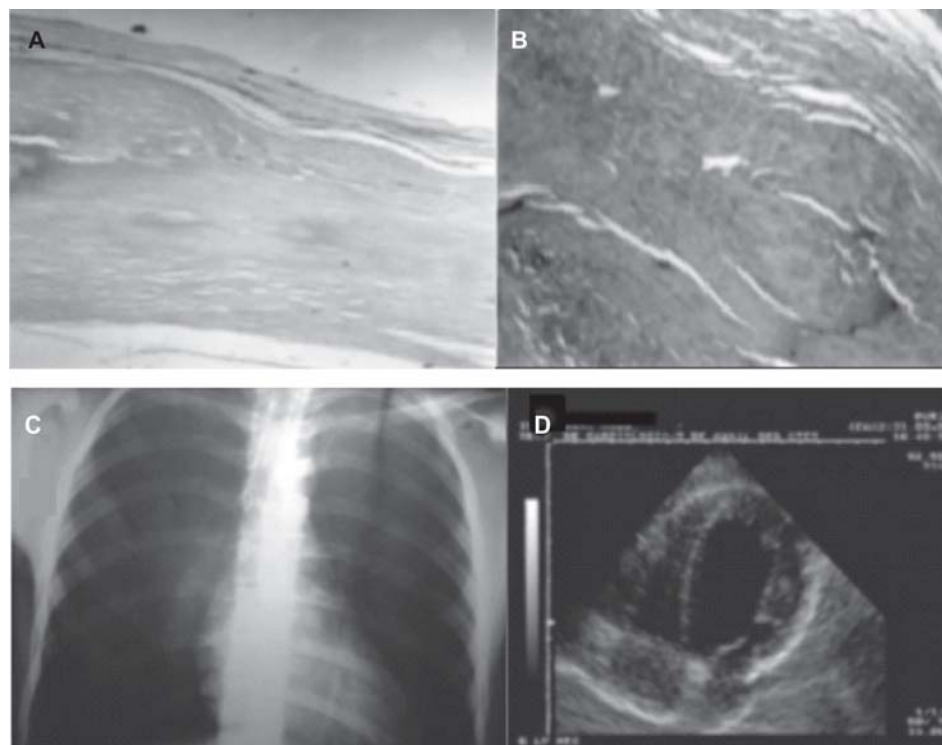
Microfotografía del material ventricular izquierdo. A. Reemplazo de la pared del corazón, por fibrosis extensa. Tinción con hematoxilinaeosina; $\times 10$. B. Músculo cardíaco reemplazado por tejido fibroso desvitalizado. Corte coloreado con tricrómico de Masson; $\times 40$. C. Radiografía de tórax que muestra cardiomegalia leve. D. Ecocardiografía. Vista apical de 4 cámaras sin abultamiento.
